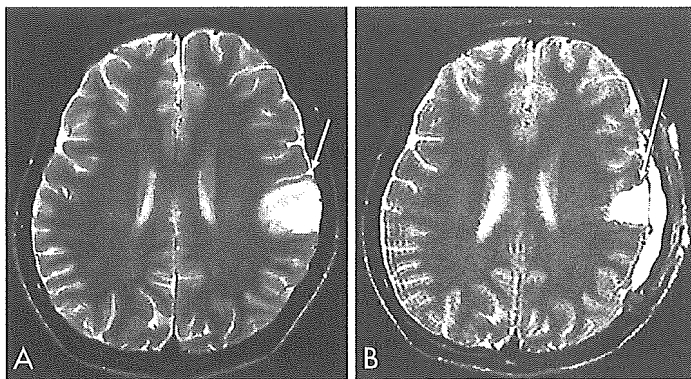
Preoperative (A) and postoperative (B) axial T2-weighted magnetic resonance images of a patient with left parietal (primary sensory area of the face and tongue) anaplastic astrocytoma, showing total tumor removal. Arrows indicate the central sulcus.
